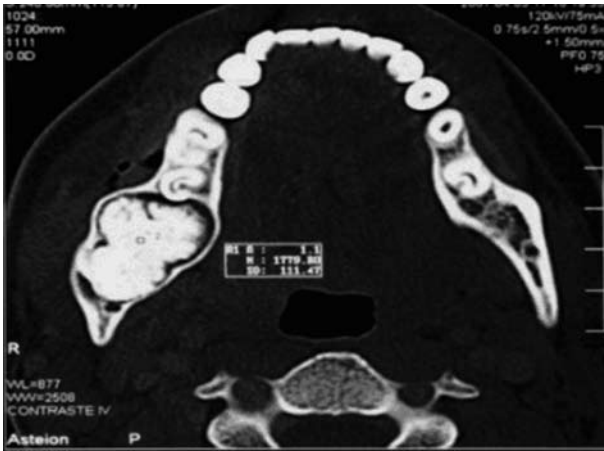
Corte axial en TC.
